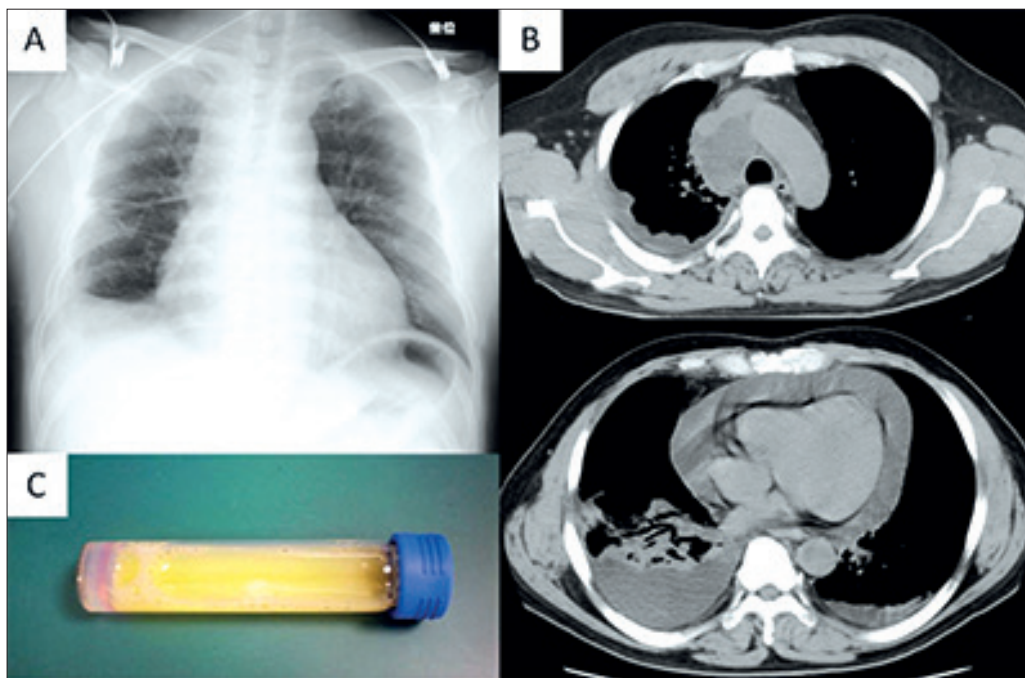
Date diagnostice. A – Radiografia cutiei toracice a relevat dilatarea siluetei cordului cu semne de efuziune în hemitoracele drept; B – TC cutiei toracice a relevat prezența colecției de lichid în mediastinul superior cu efuziune pleurală și pericardică; C – lichid alb-gălbui obținut după pericardiocenteză
